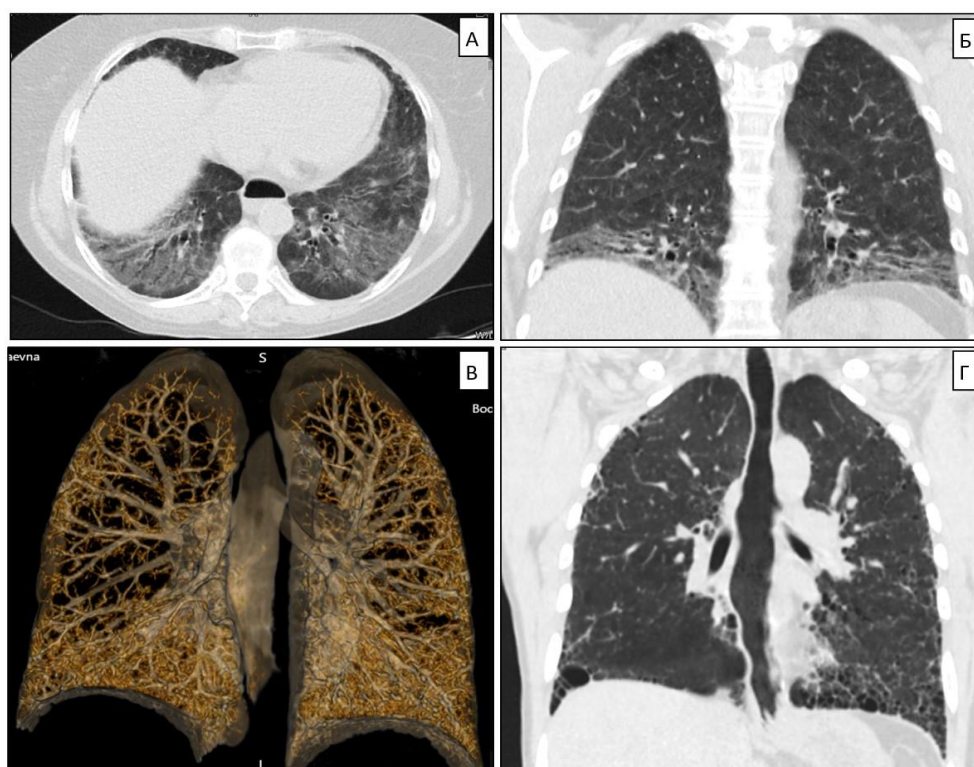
Пациентка М., 38 лет. Системная склеродермия. А. Аксиальный срез компьютерной томографии. Б. Корональная реконструкция, интерстициальные изменения преимущественно сконцентрированы в нижних отделах легких. В. Трехмерная реконструкция, демонстрирующая объем изменений в обоих легких. Г. Расширение просвета пищевода, как проявление эзофагопатии при склеродермии.
